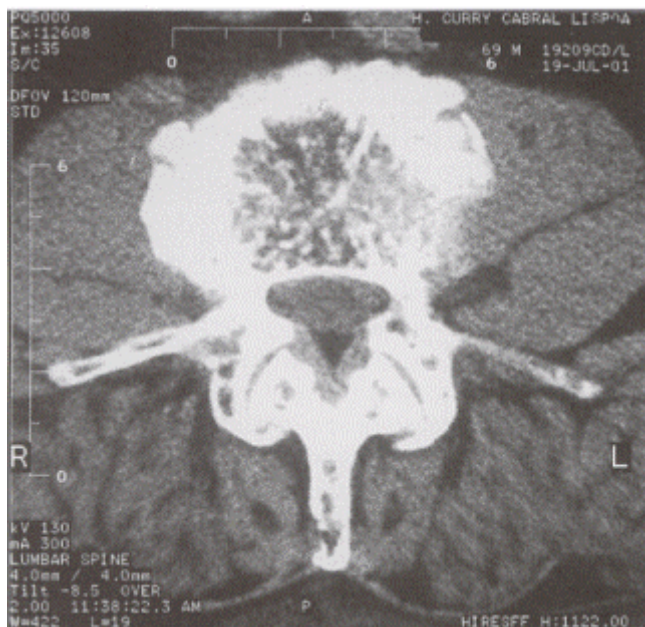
Mieloma múltiplo e SIDA (um caso clínico) – TAC coluna lombo-sagrada em 2001: agravamento das lesões líticas e das deformações, em relação ao exame anterior.
